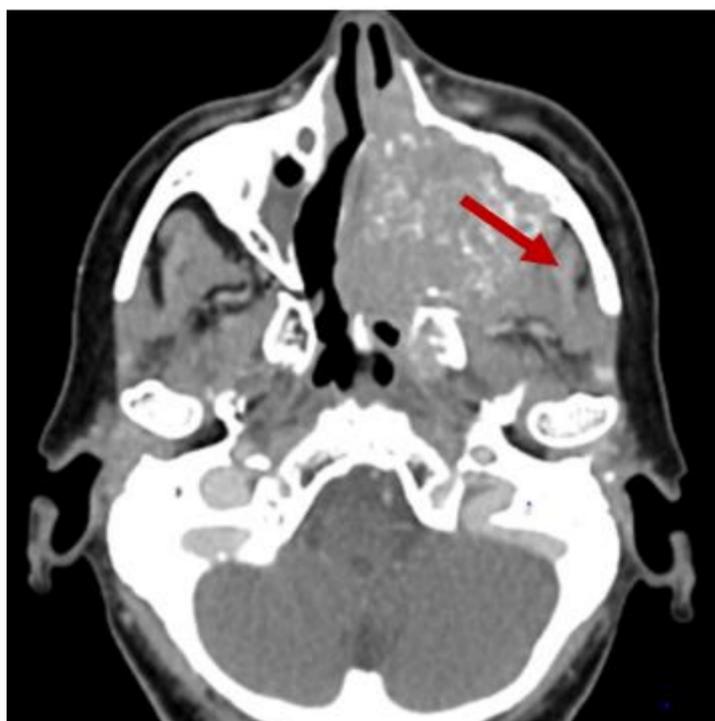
TAC axial con contraste extensión a la fosa infratemporal. Carcinoma escamoso no queratinizante
